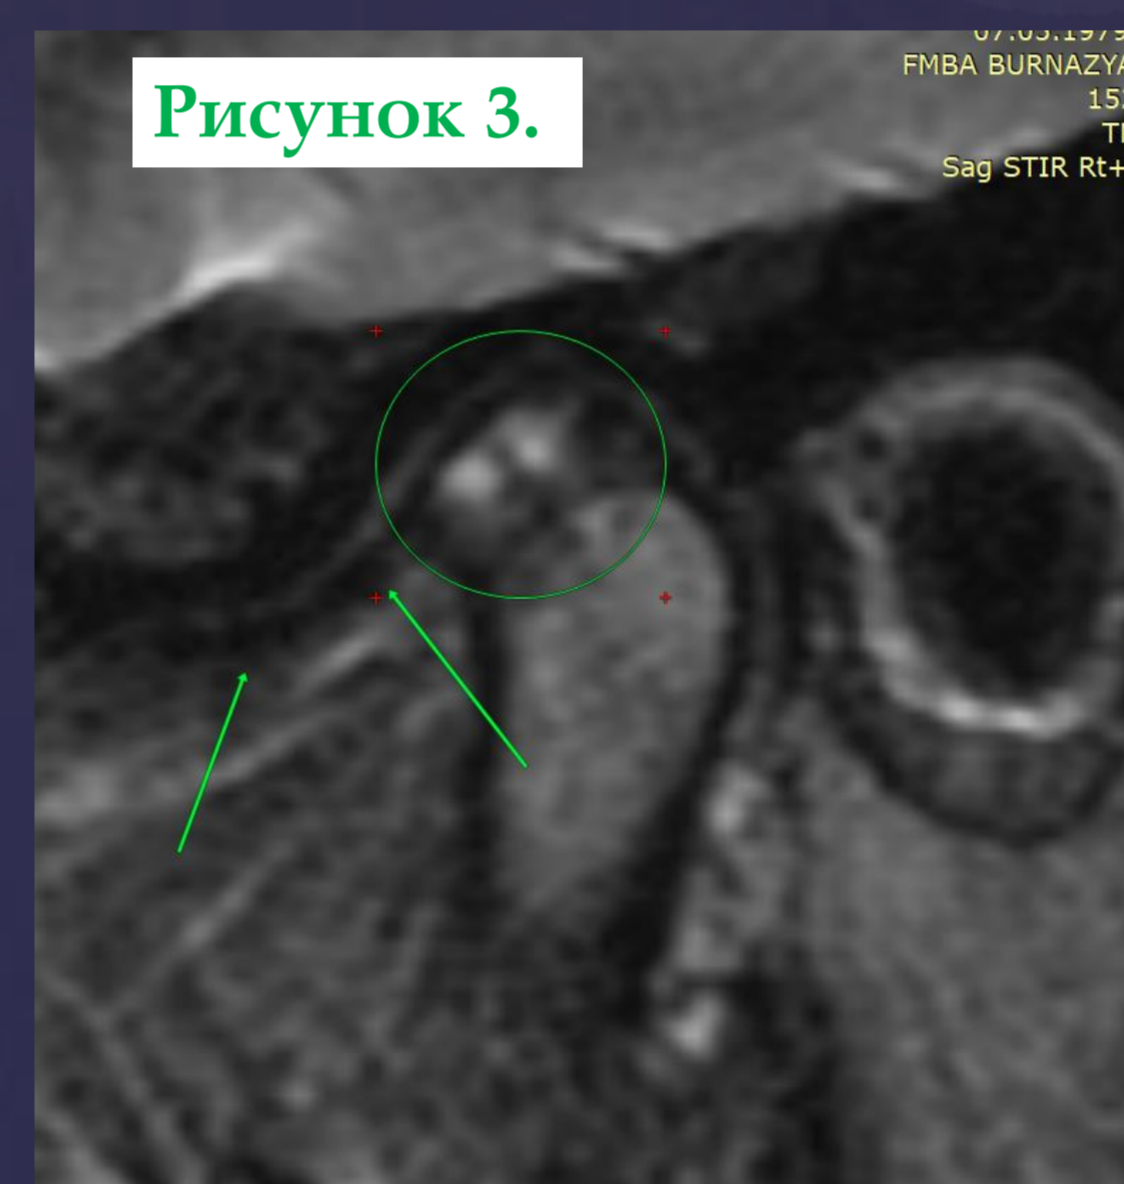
3. МРТ справа. Закрытый рот: В круге, - признаки аваскулярного некроза мыщелка нижней челюсти, стрелками показано передняя дислокация суставного диска
